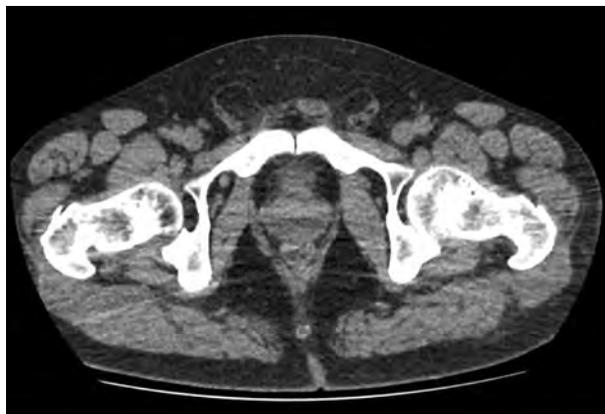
Компьютерная томография с внутривенным контрастированием на уровне лонного сочленения: визуализируется двустороннее грыжевое выпячивание в надлобковой области.
